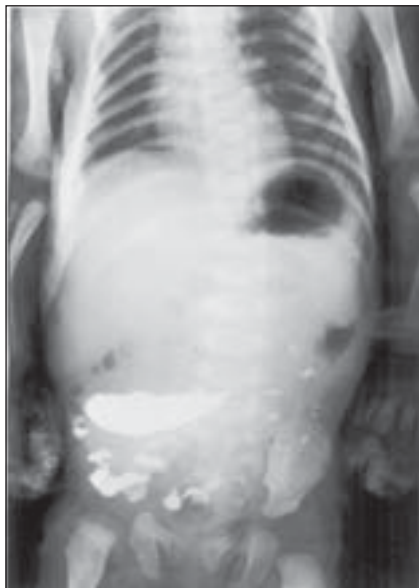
Природжений пілоростеноз. Рентгенограма: через 12 год після введення контрастної речовини визначається її ретенція у шлунку
